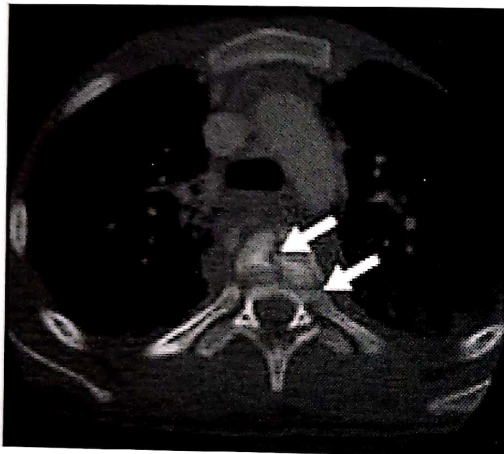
Fractură complexă toracală T8 – imagine CT axială.
